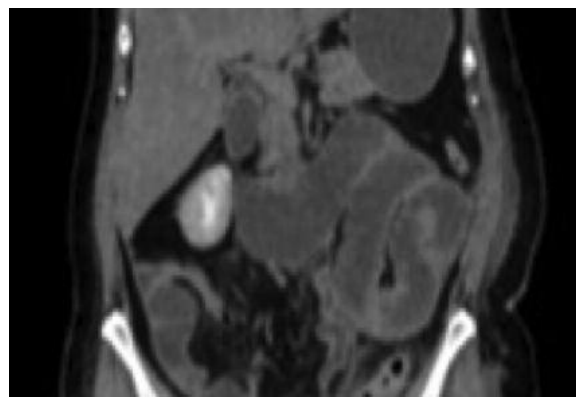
Resonancia magnética frontal.
